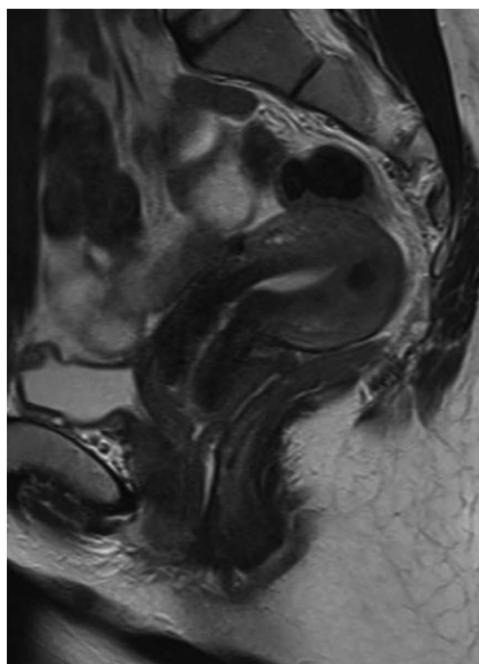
初診時のMRI画像所見 T2強調画像（左）、造影T1強調画像（右）
